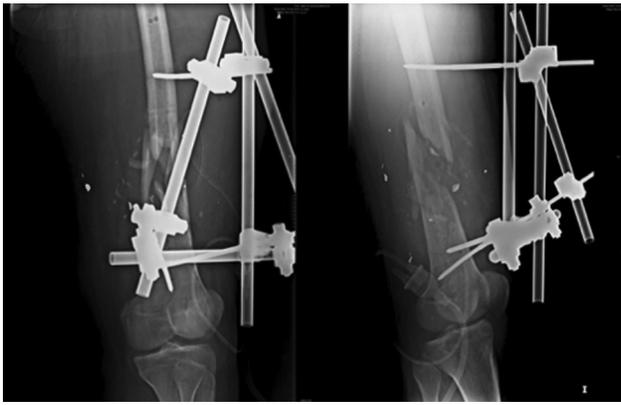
Radiografía AP y Lateral de Fémur distal posterior a retiro de clavo endomedular e instalación de tutores externos.
